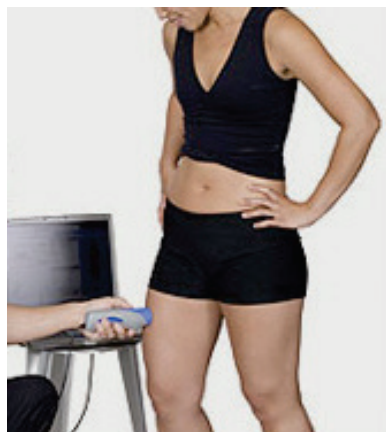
Mesura del greix subcutani amb ecografia.
